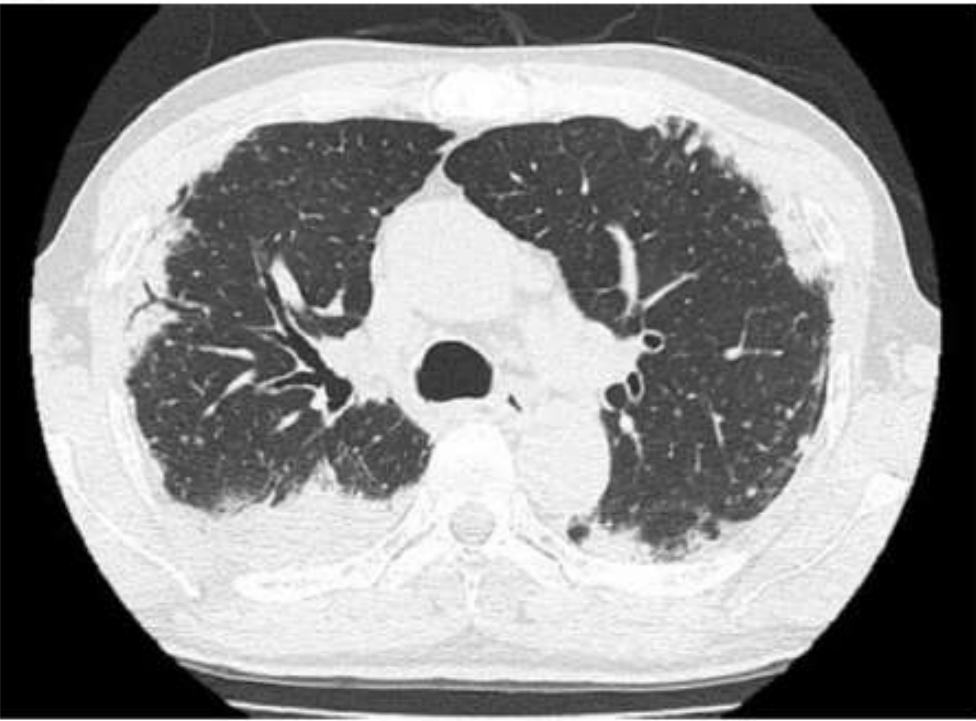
Radiological findings on admission. (A) A chest radiograph shows ground-glass opacity in the right lower lung field. (B) Chest CT shows consolidation with surrounding ground-glass opacity in the right lower lobe and bilateral subpleural reticular opacity.
